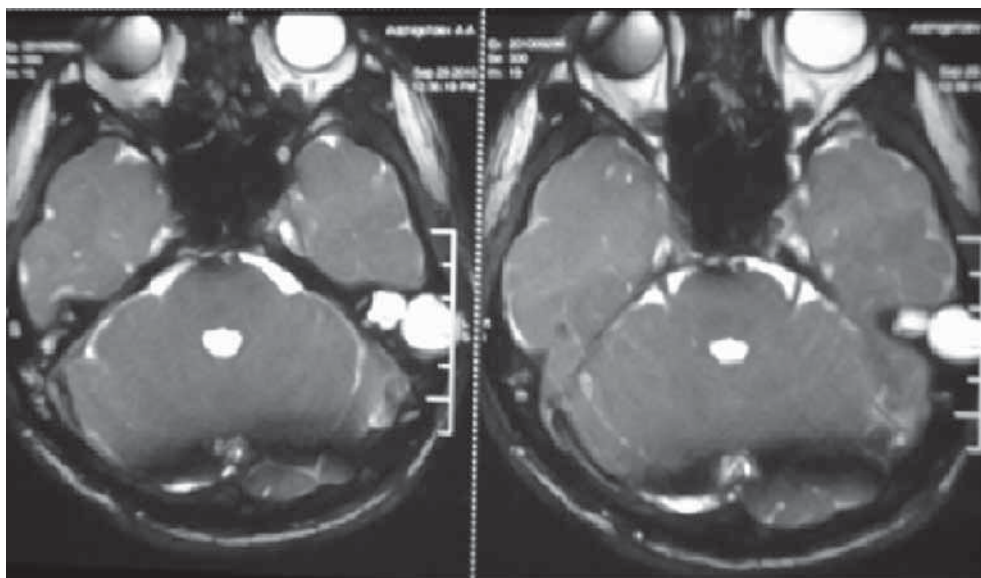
Магнитно-резонансная томография черепа в горизонтальной плоскости. На T2-взвешенном изображении визуализируется округлое образование с ровными, четкими контурами, дающее гиперинтенсивный сигнал.
